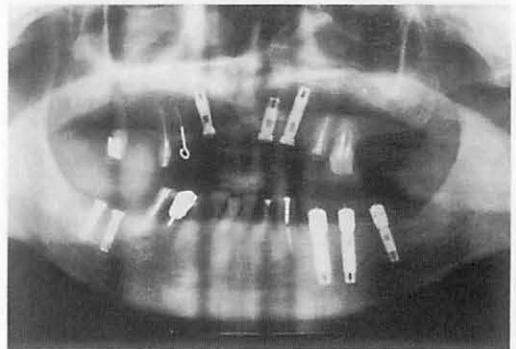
インプラント埋入後 6 カ月のパノラマX線
